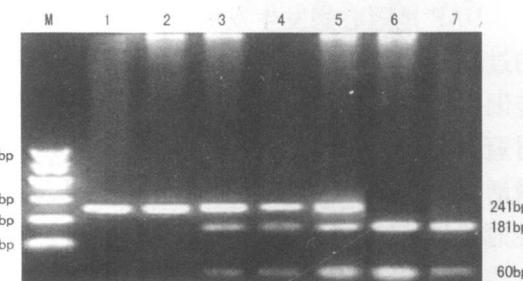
PCR 酶切产物琼脂糖凝胶电泳图 M 为 100 bp DNA marker 1 和 2 为 CC 基因型, 3 和 5 为 TC 基因型, 6 和 7 为 TT 基因型。
